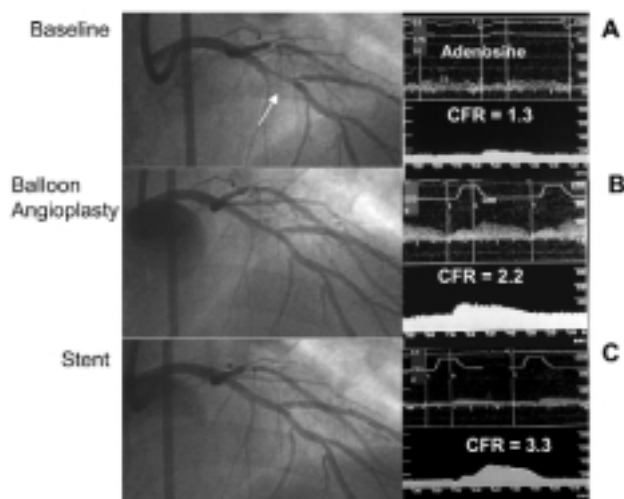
Marcata riduzione della riserva coronarica distale (CFR) evidenziata mediante flussimetria Doppler intracoronarico in un paziente con stenosi isolata della discendente anteriore (A). Dopo angioplastica coronarica con palloncino il risultato angiografico è accettabile, non sono evidenti dissezioni limitanti il flusso ma la CFR non è ancora normalizzata (B). L'impianto elettivo di uno stent intracoronarico in questo caso migliora immediatamente i valori di CFR (C).
